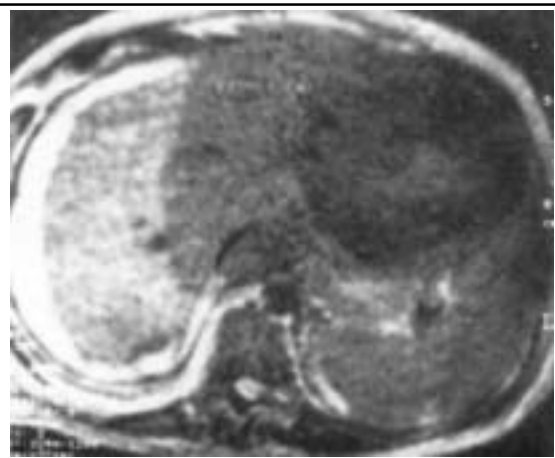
IRM pondérée en T₂ au même niveau, (TR 2 000, TE 180).
